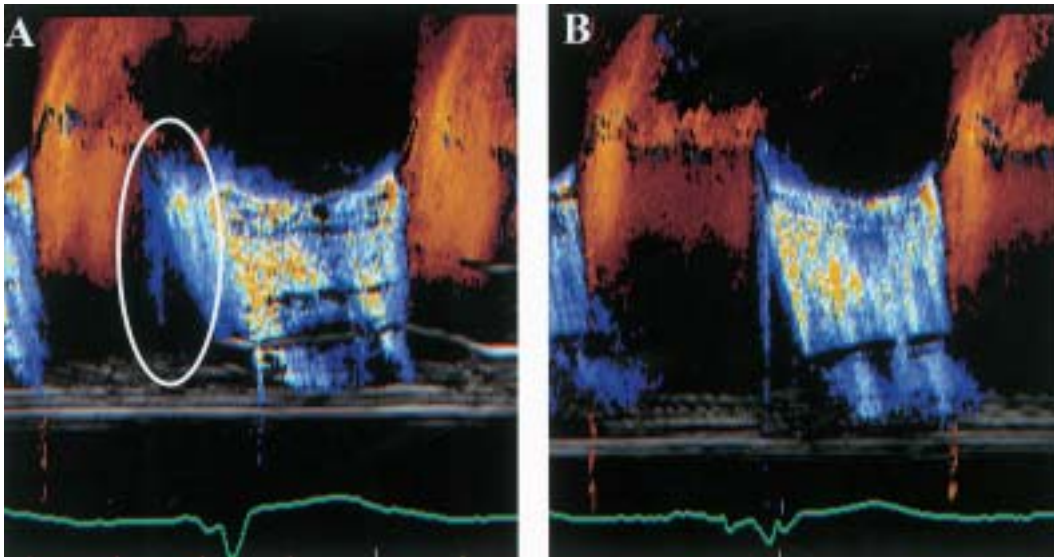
Case 2. M-mode color Doppler echocardiograms of mitral regurgitation
